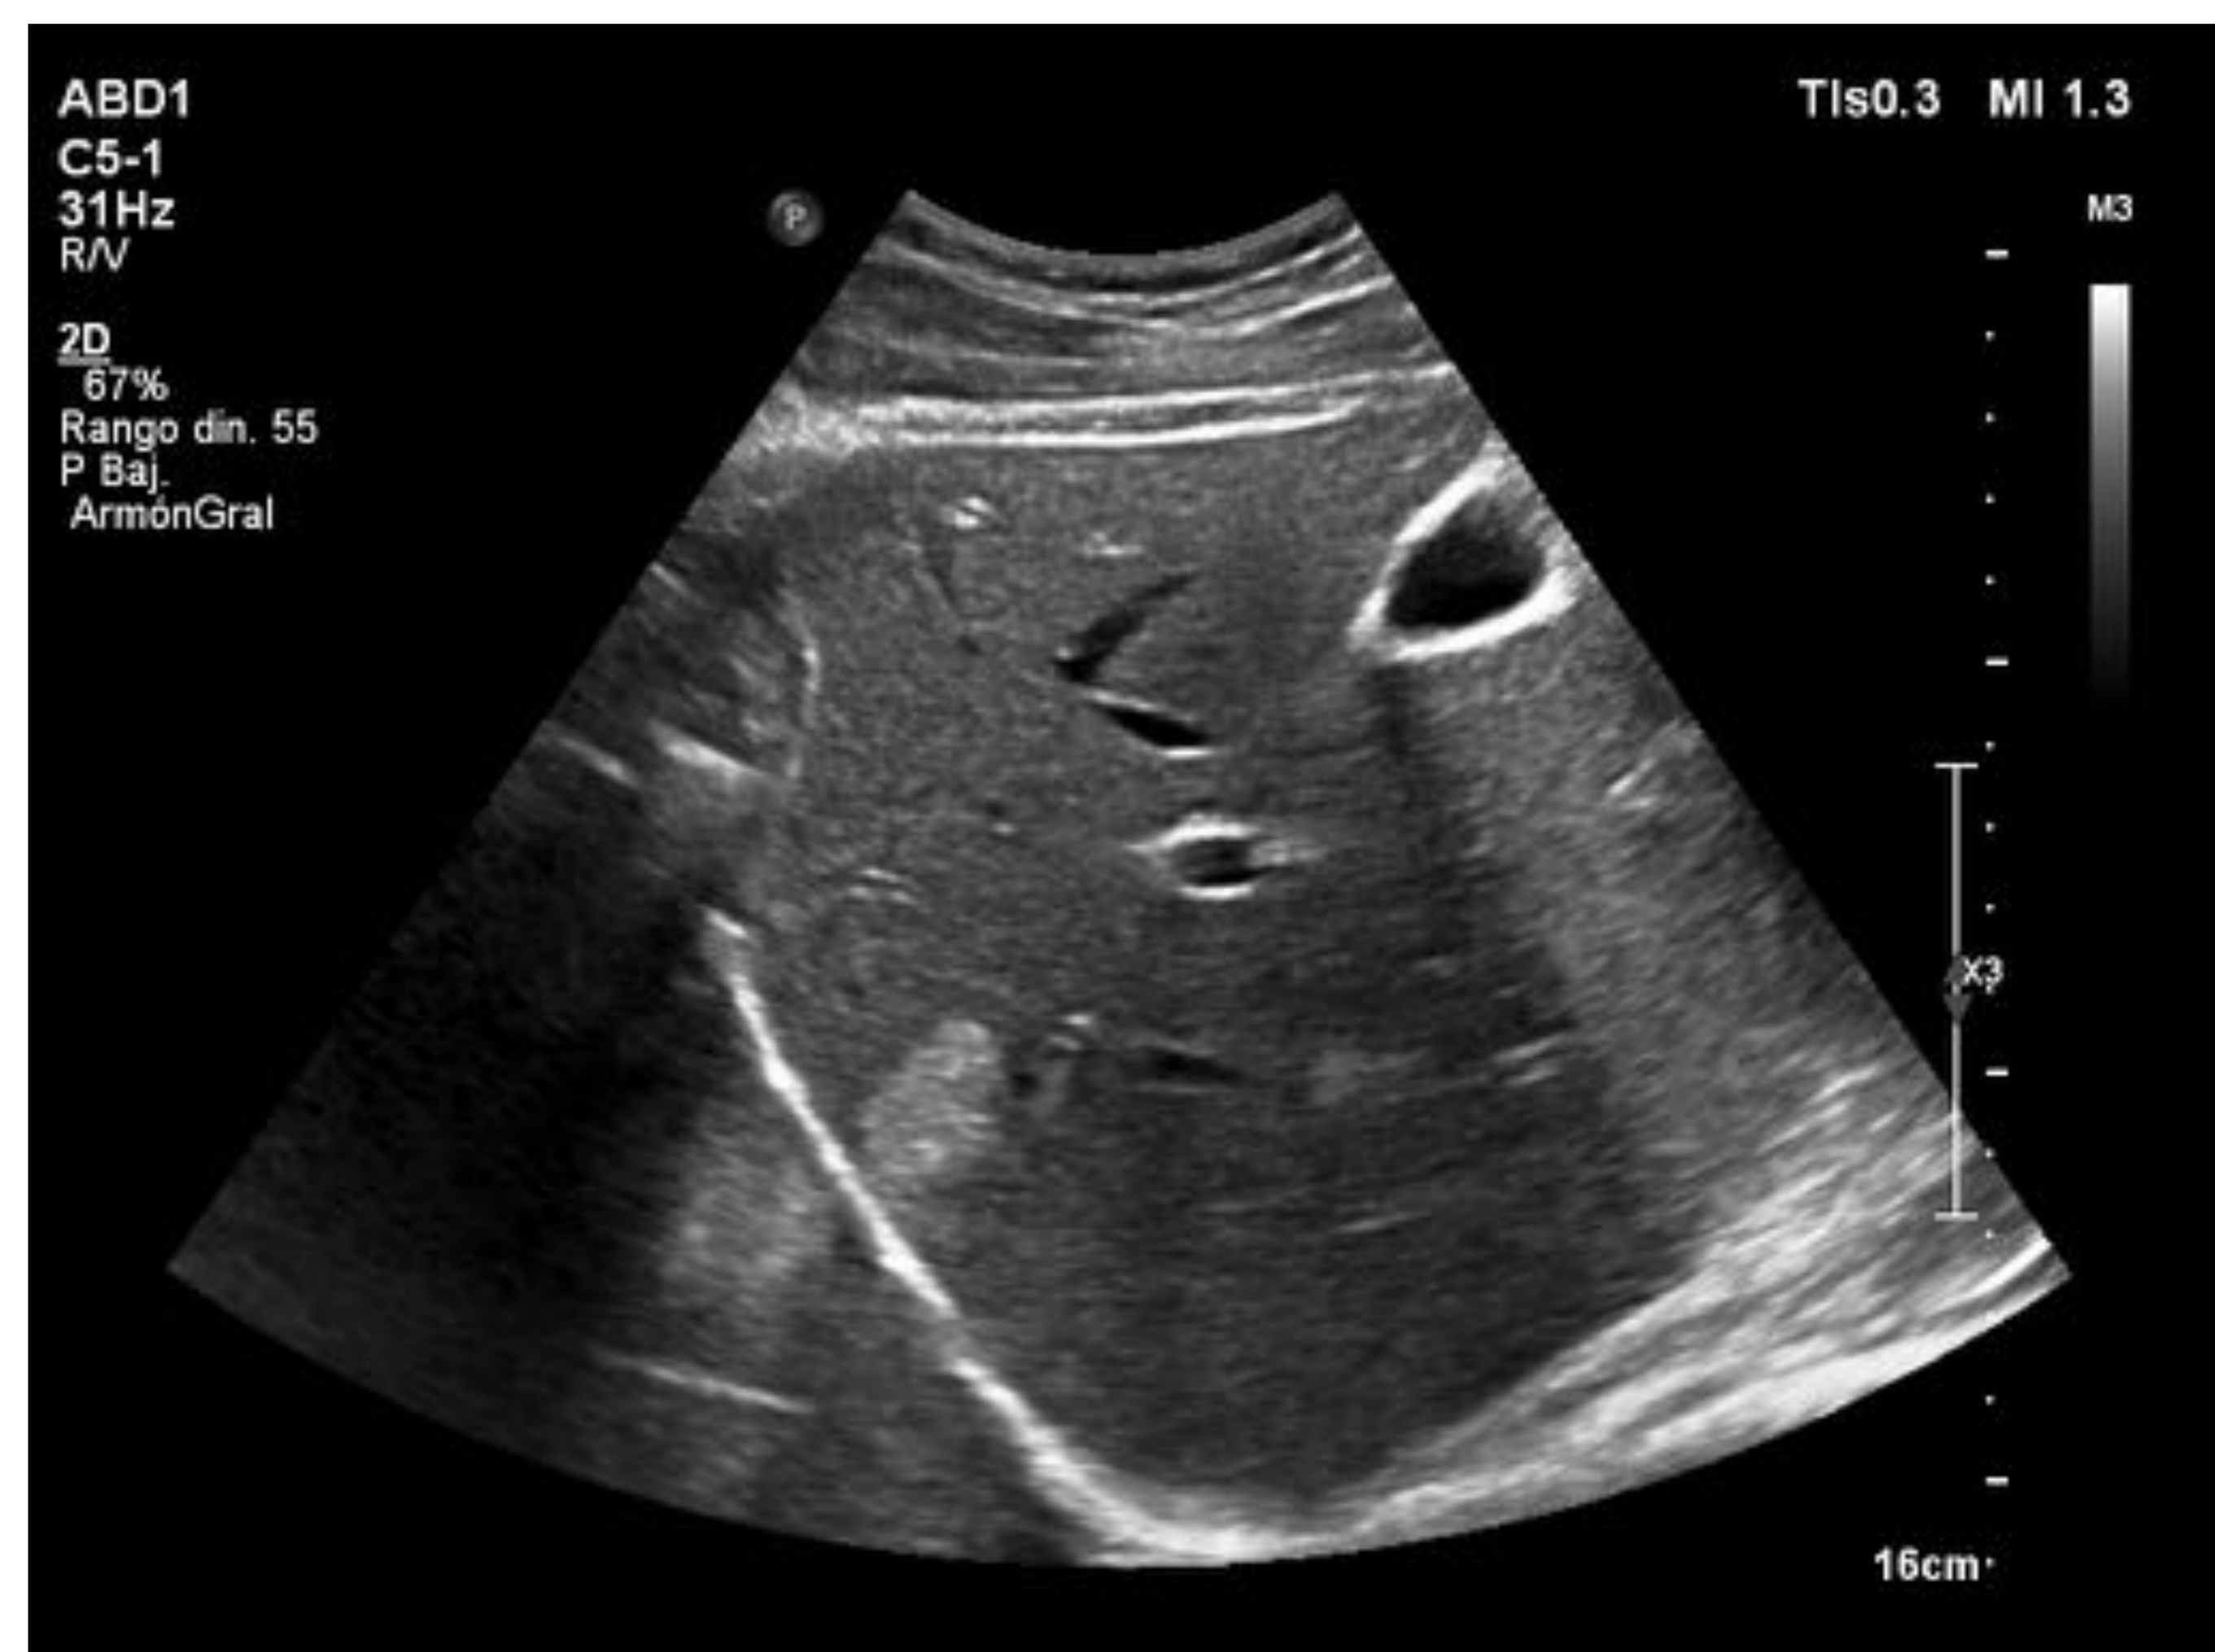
Ecografía de hígado con lesión hiperecogénica bien circunscrita sugestiva de malformación vascular venosa.
